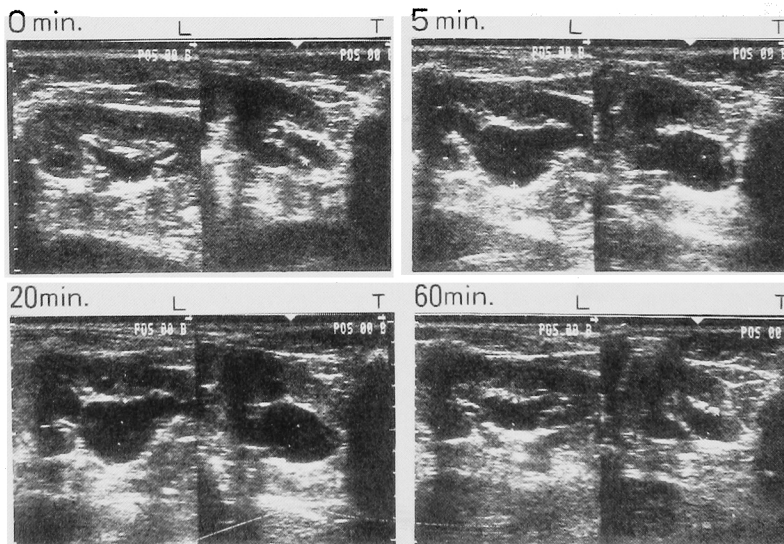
Diuresis ultrasonography of the Case 1. These photographs are ultrasonograms in the times of 0, 5, 20, and 60 minutes after furosemide injection. The dissociation of central echo complex was recovered after 60 minutes of injection. L: Longitudinal scanning T: Transverse scanning
